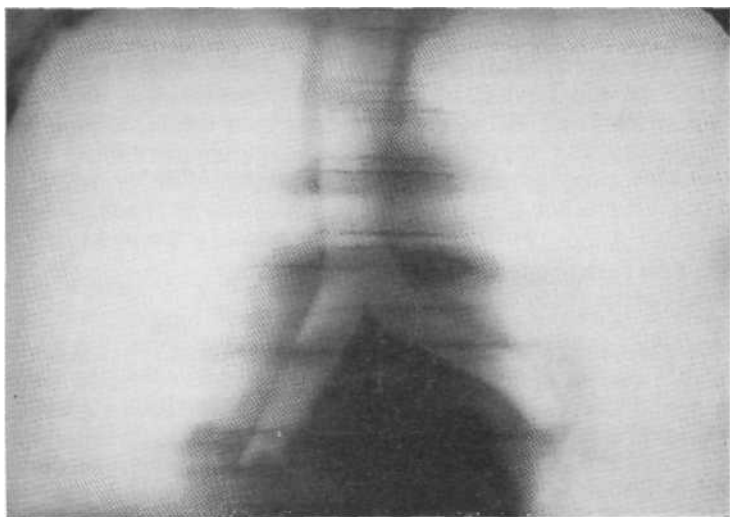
Томограмма в прямой проекции. Определяется четырехугольная культя промежуточного бронха справа. Виден выпуклый четко очерченный проксимальный край опухоли. При бронхологическом исследовании и биопсии установлена аденома.
